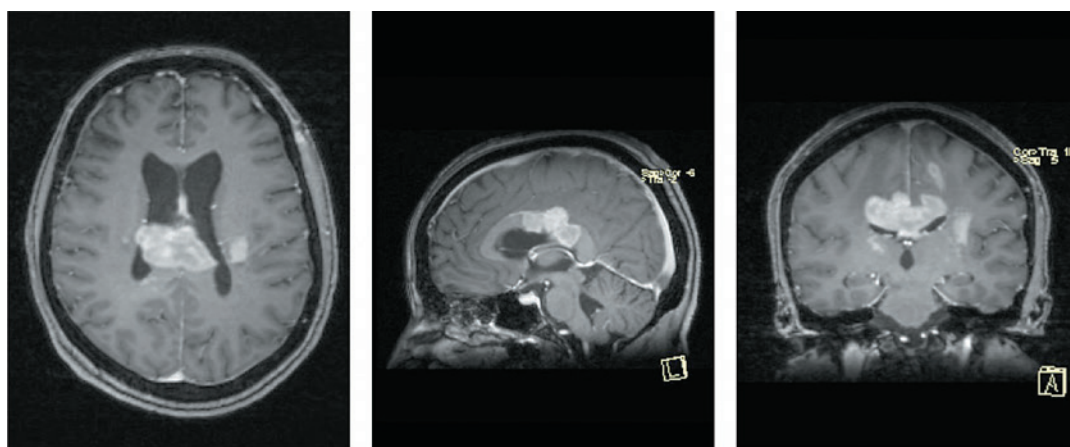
МРТ головного мозга. T1-постконтрастные ВИ. Опухоль в области свода мозолистого тела, активно накапливающая контраст
